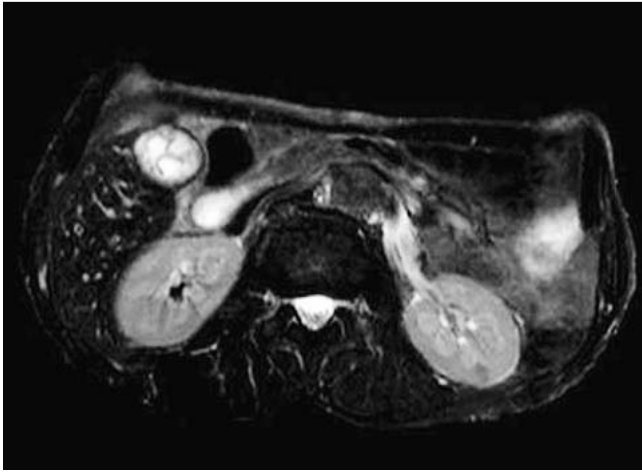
MRT-Verlaufskontrolle (30. post-interventioneller Tag): Residuelle ödematös-postentzündliche Veränderungen der Gallenblasenwand.
